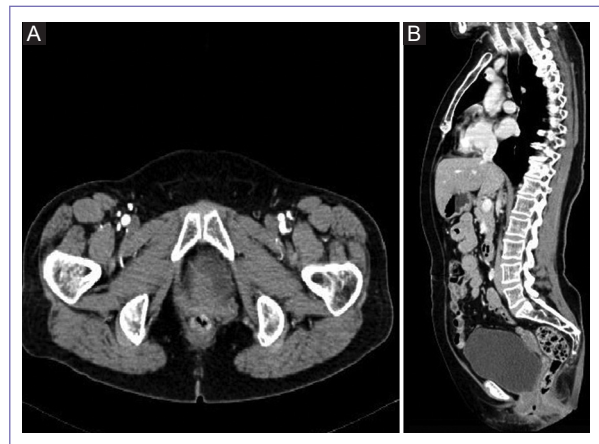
A: plano axial de la TC que muestra aumento de densidad en el cuello uterino con una extensión vaginal predominantemente izquierda. B: plano sagital de la TC donde no se observan alteraciones de imagen a nivel de recto y vejiga.
